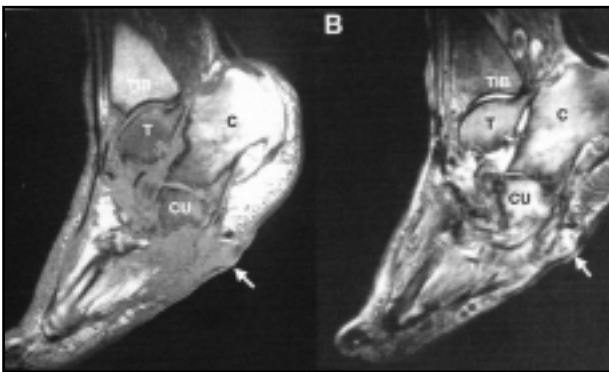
Resonancia Magnética Nuclear. Signos de osteitis e infección de tejidos blandos
